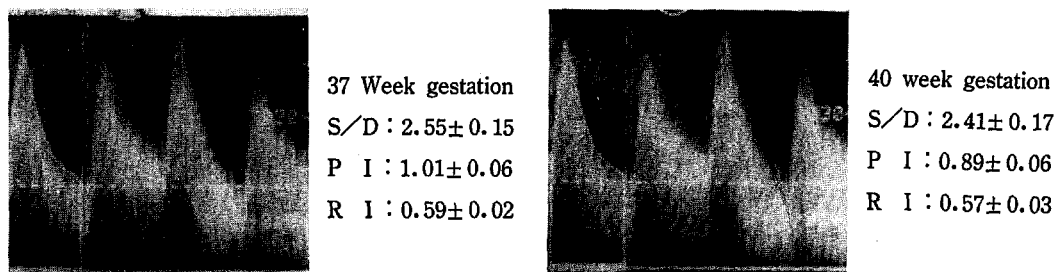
Typical sonographic pictures of fetal umbilical artery blood flow velocity waveforms at the gestational age in normal pregnancy
